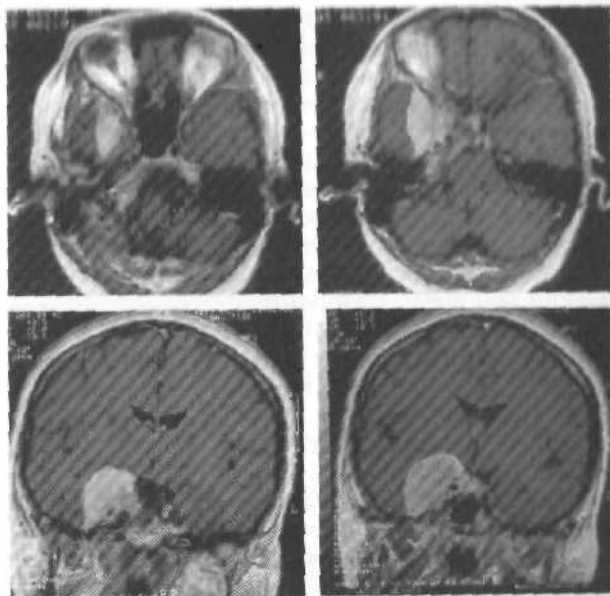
Менингиома кавернозного синуса. МРТ с контрастным усилением, T₁-взвешенные изображения.
